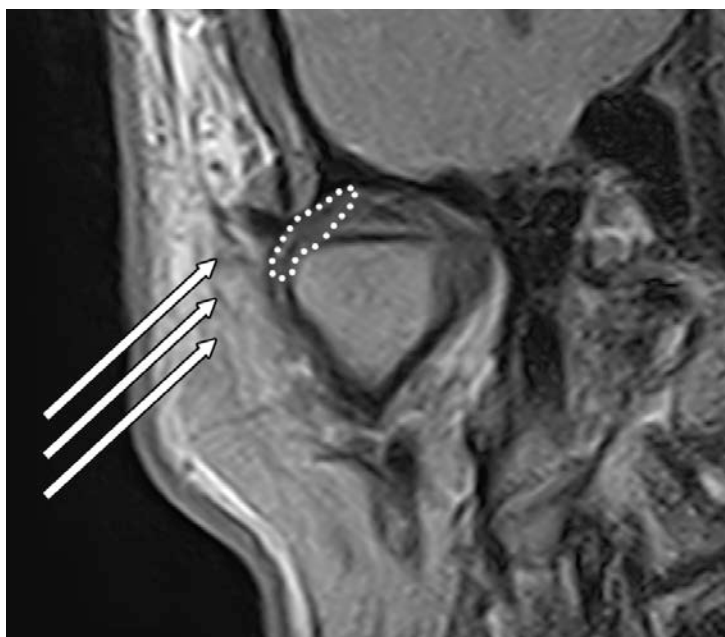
Корональный срез МРТ ВНЧС. Стрелками отмечено направление ультразвуковых волн при УЗИ ВНЧС. Пунктирной линией показана латеральная часть суставного диска, которая может быть визуализирована при проведении УЗИ ВНЧС
